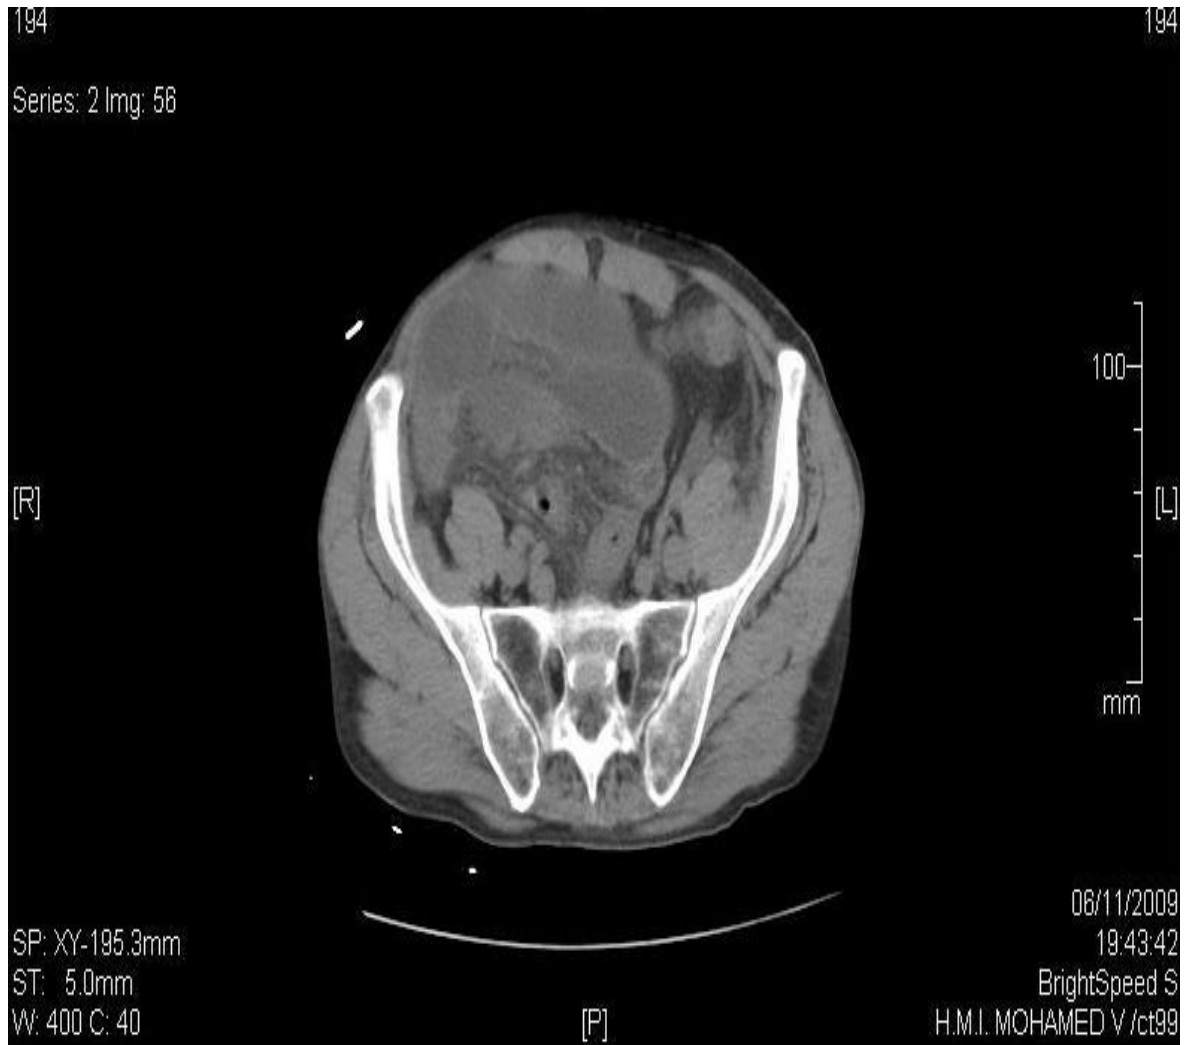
TDM abdominale montrant la zone de transition.
